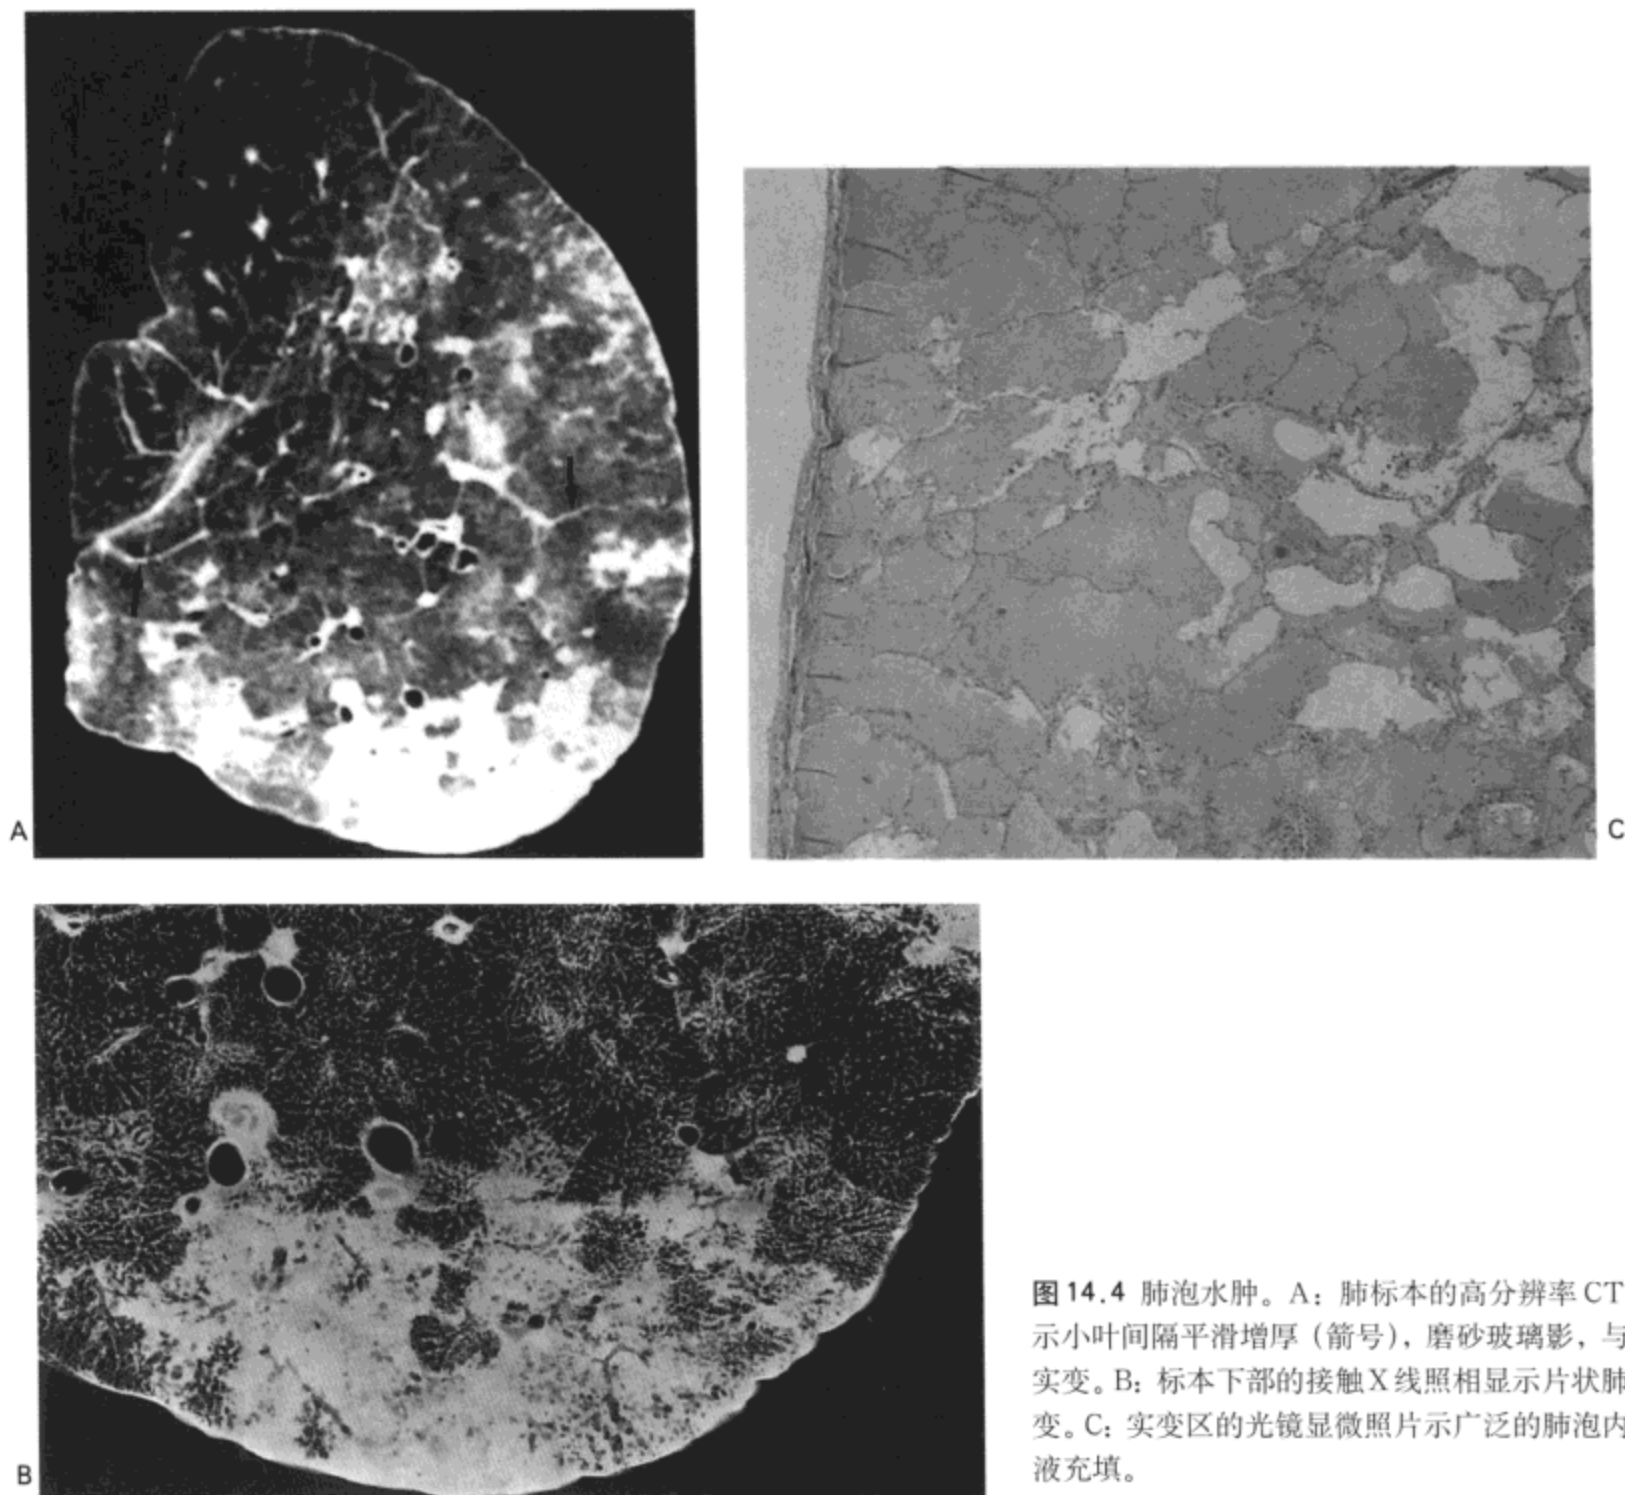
肺泡水肿。A: 肺标本的高分辨率CT影像示小叶间隔平滑增厚(箭头), 磨砂玻璃影, 与肺泡实变。B: 标本下部的接触X线照相显示片状肺泡实变。C: 实变区的光镜显微照片示广泛的肺泡内水肿液充填。
